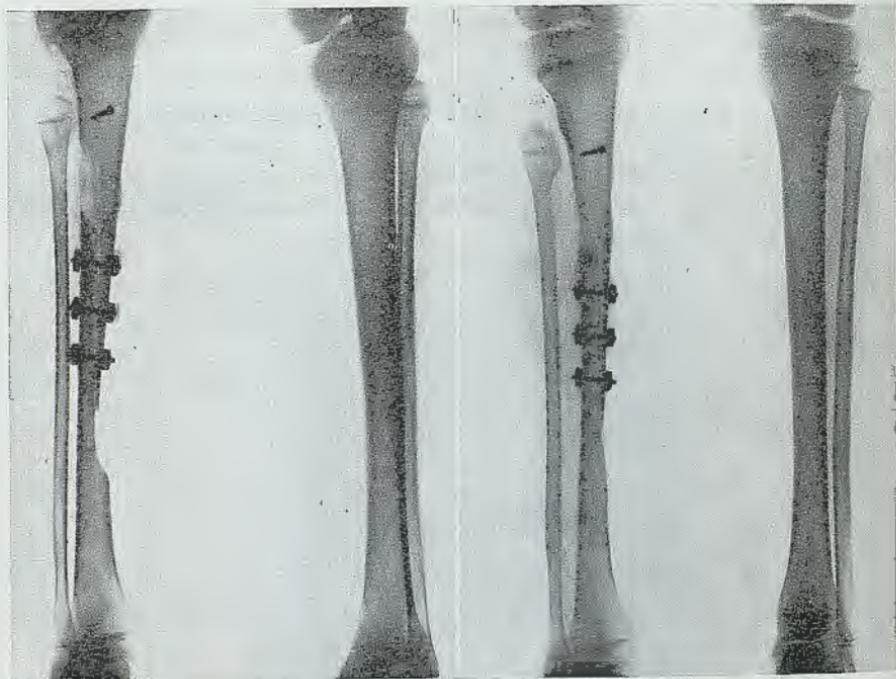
b. — Radiografía al mes y medio de la elongación.
